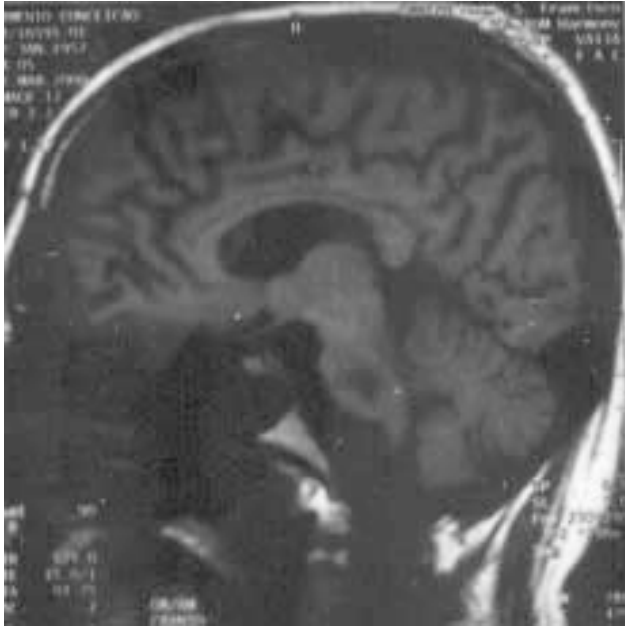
Imagens de RMN CE que evidenciam alterações caracterizadas por hipodensidade de sinal em T1 e hiperintensidade em DP com ganho para T2 compatíveis com mielinólise osmótica centropontina e extrapontina nuclear bilateral.
